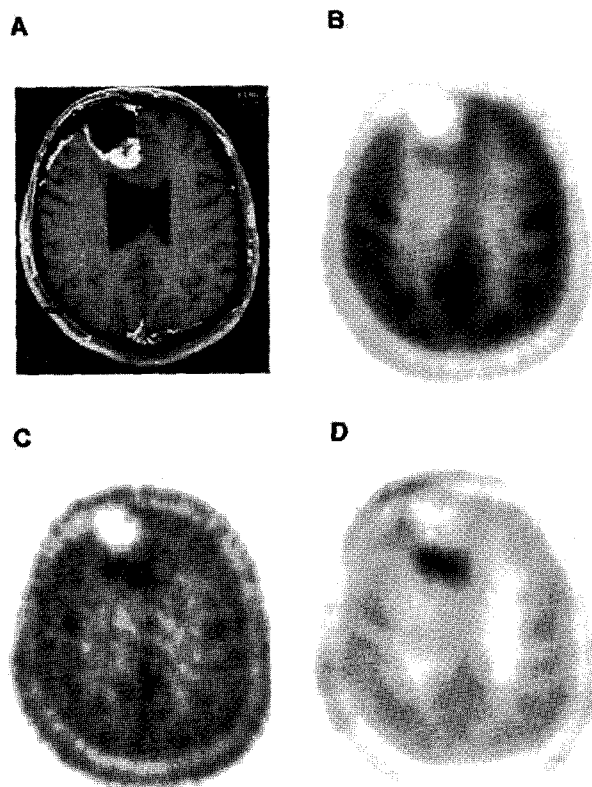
[¹¹C]Thymidine Image of a patient with a recurrent right frontal glioma. A, contrast-enhanced MRI; B, FDG; C, summed 20-60 min [¹¹C]Thymidine image; D, [¹¹C]Thymidine flux constant image from using the compartmental model and mixture analysis. Note the clear focus of increased [¹¹C]Thymidineflux in the posterior aspect of the tumor at the resection cavity. Eary JF et al. *Cancer Res.* 1999 Feb 1;59(3):615-21.
